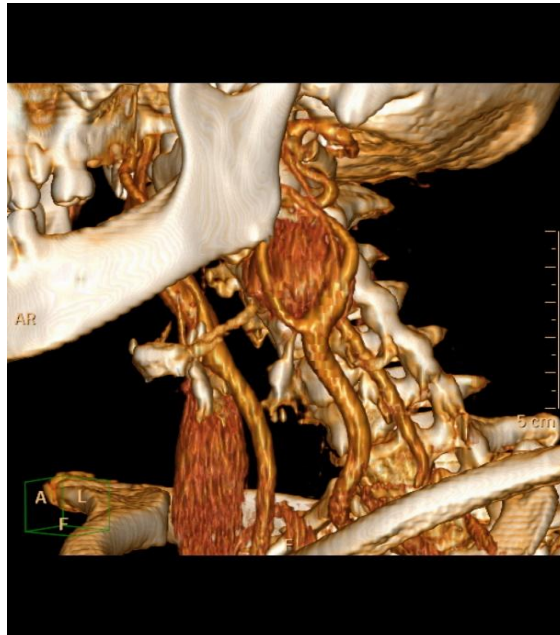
Reconstrucción volumétrica de imágenes de TC. Se visualiza la localización en la horquilla entre ACE y ACI. (Servicio de Radiodiagnóstico. Complejo Asistencial de Zamora)
